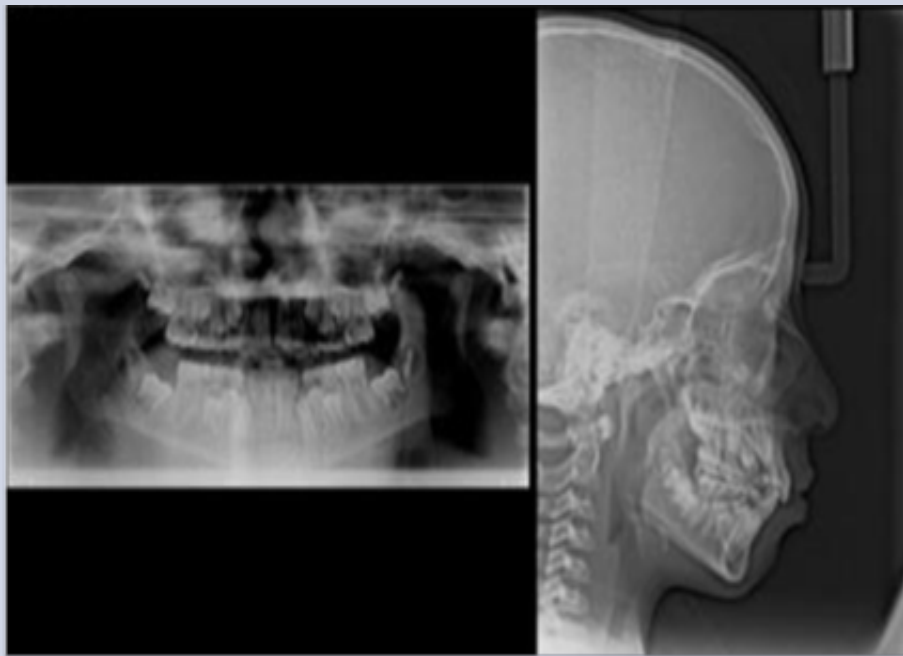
Fotos bucales. Radiografías extraorales y Estudios Cefalométricos para planificación y diagnóstico del tratamiento ortodóncico.
